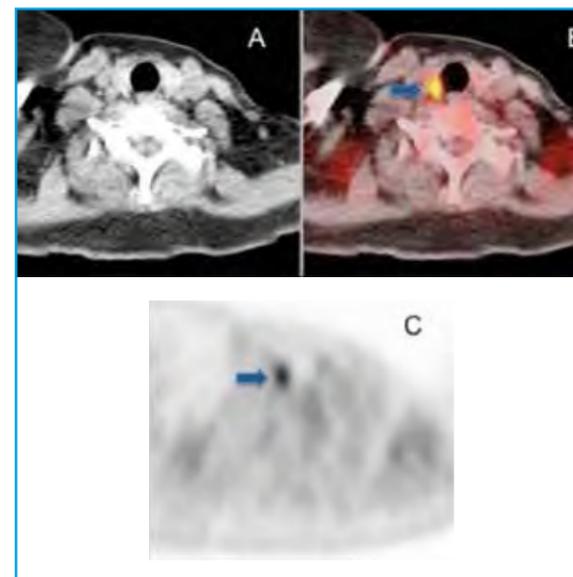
Caso clínico correspondiente a paciente mujer con antecedente de adenocarcinoma de mama triple negativo (T4N2M0), en tratamiento quimioterápico. En estudio PET-TC, realizado con motivo de monitorización de respuesta, se objetiva, de forma incidental, captación focal en lóbulo tiroideo derecho (*imágenes B y C: flecha azul*). Se realizó eco-PAAF de dicho nódulo, con resultado anatomopatológico de carcinoma papilar de tiroides.
